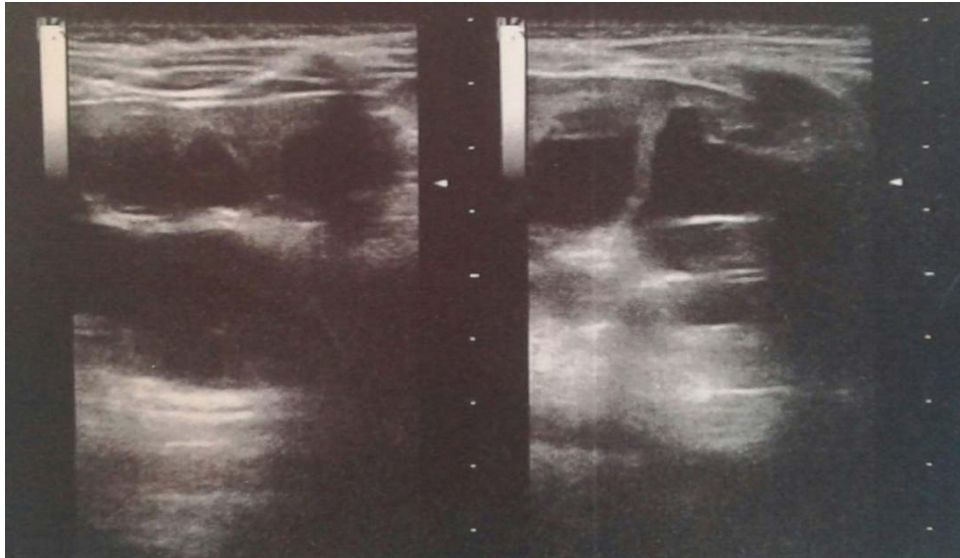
Aspect échographique d'une dilatation pyélo calicielles majeure du rein gauche chez un patient de notre série
